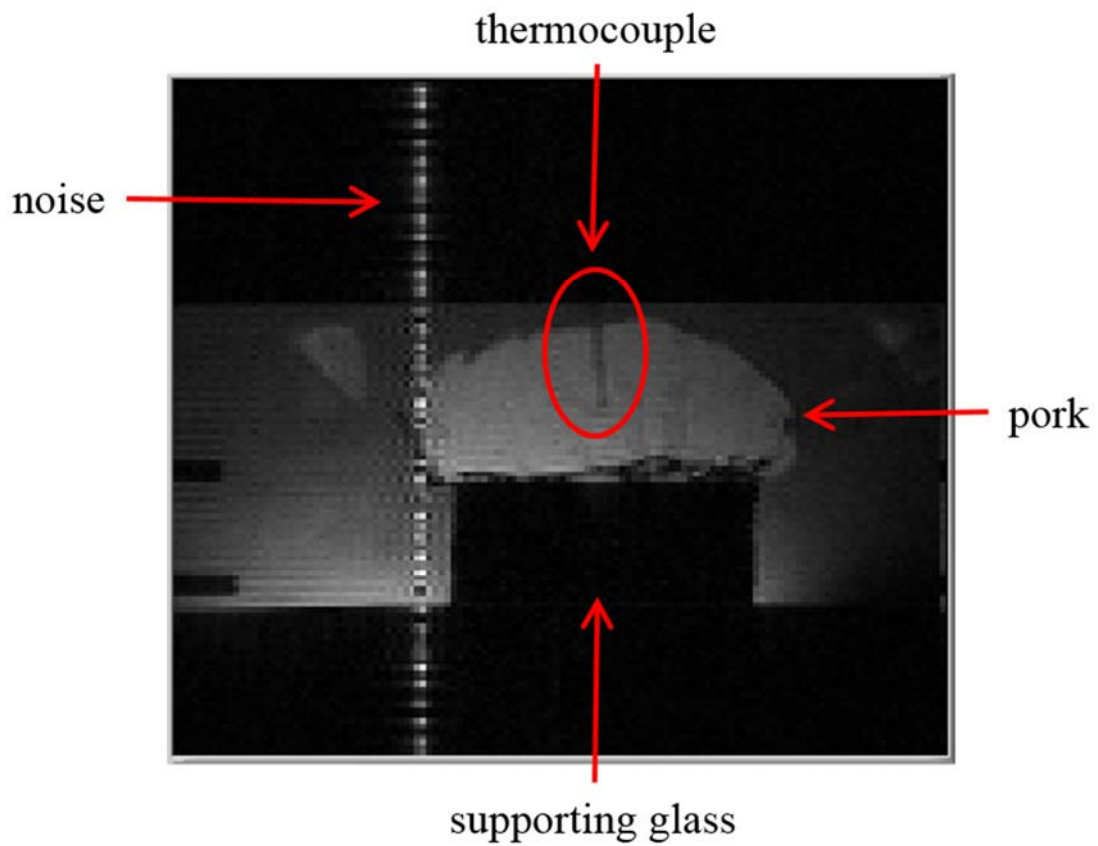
MRI 測溫法與實際溫度誤差測試配置
